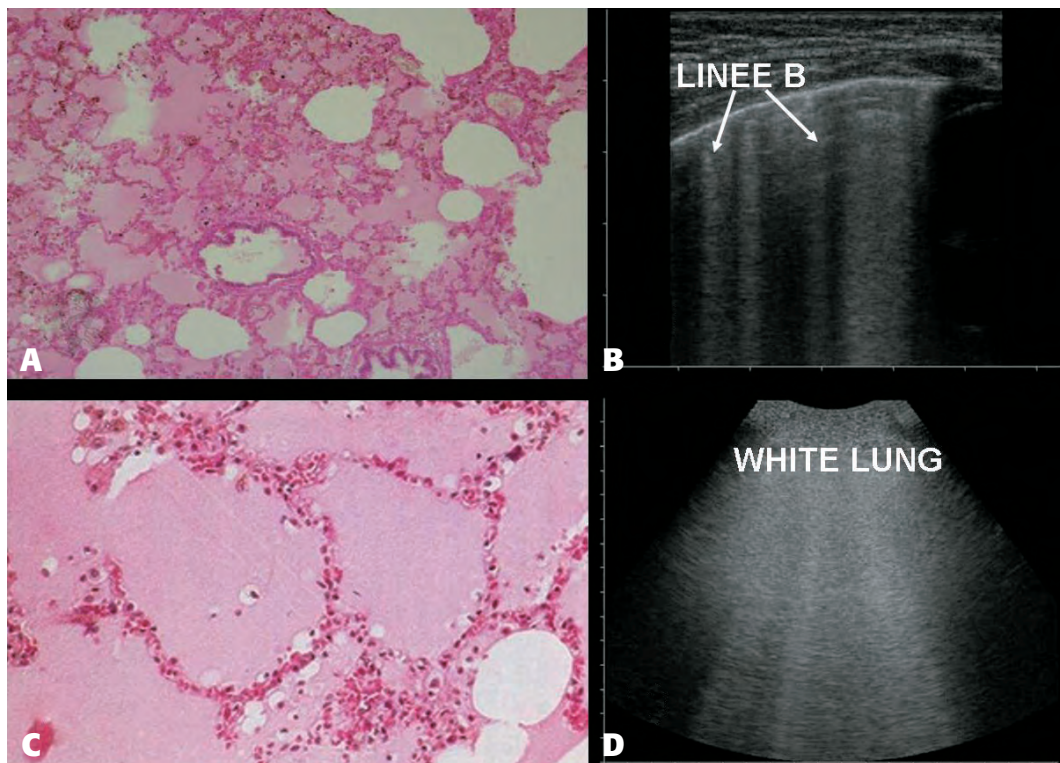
A) Istologia della fase interstiziale dell'edema polmonare acuto; B) l'incremento dell'acqua extravascolare polmonare in questa fase determina una espansione dell'interstizio che genera la formazione di linee B; C) istologia della fase in cui gli alveoli si riempiono di liquido; D) la severa deareazione che si aggiunge all'espansione dell'interstizio genera un quadro ecografico di *white lung*.
